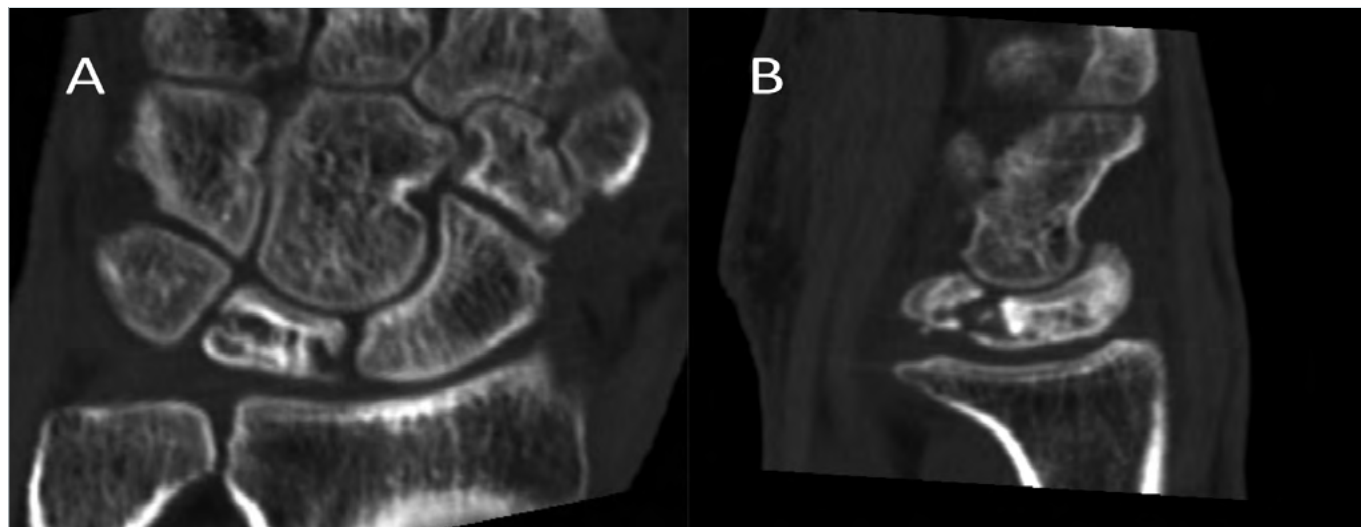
Esempi di TC pre-operatori. Taglio coronale nell'immagine A e sagittale nell'immagine B.
